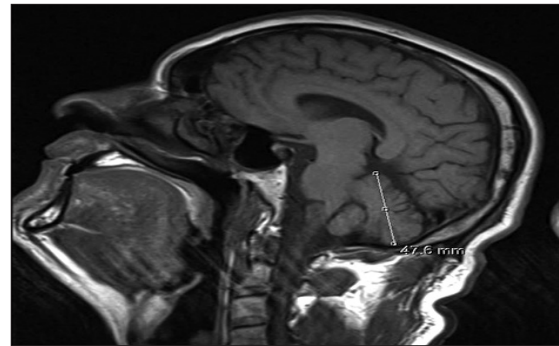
Repeat MRI scan revealing widening of sulci of the cerebellum indicating cerebellar tissue loss
